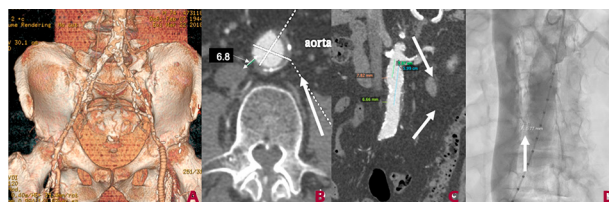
A. Angio-TC; *bypass* ileofemoral izquierdo y fémoro-femoral derecho, grave calcificación ilíaca bilateral. B-C. Distancia entre la aorta y la cava en los sitios sin calcio y posibles de punción cava-aorta señalados con las flechas por tomografía y (D) angiografía.
